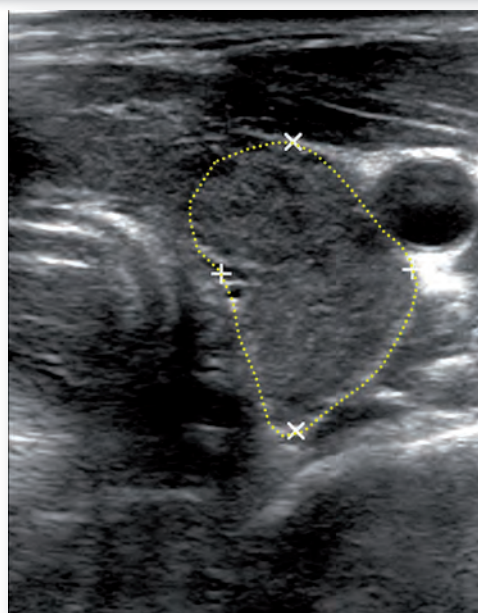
Sonographie linker Schilddrüsenlappen mit etwas unruhiger Struktur und einzelnen kleinen zystischen Aufhellungen (Bild: SanVersZ Appen)
